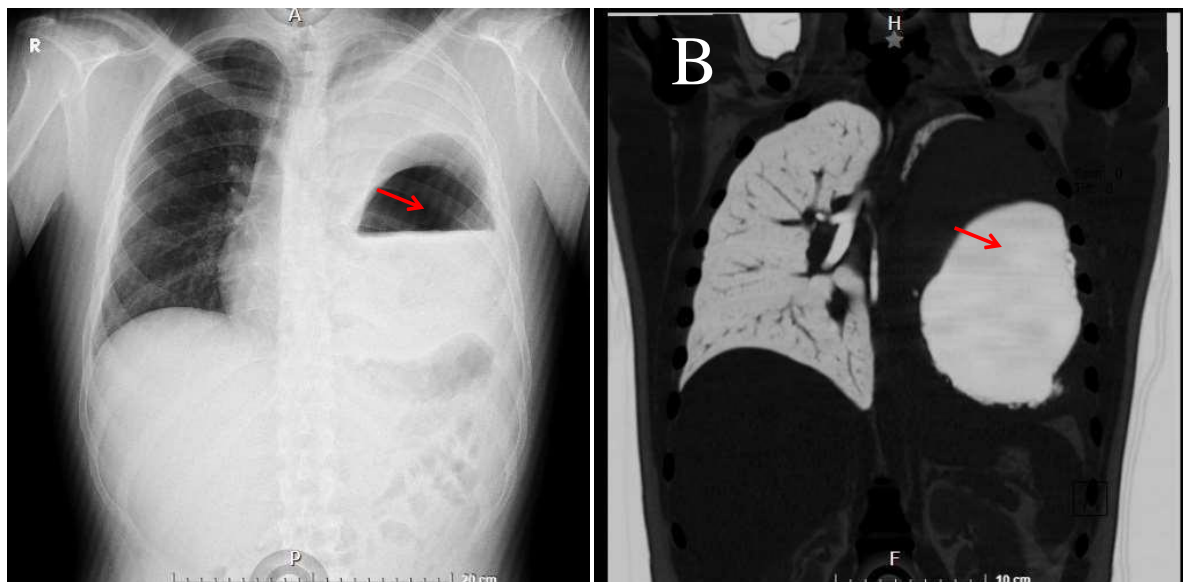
A: Radiografía de tórax, que muestra formación quística del pulmón izquierdo con presencia de nivel hidroaéreo. B imagen de tomografía de tórax, quiste de 16 cm de 8 cm en su diámetro máximo con nivel hidroaéreo cápsula gruesa compatible con quiste hidatídico.
